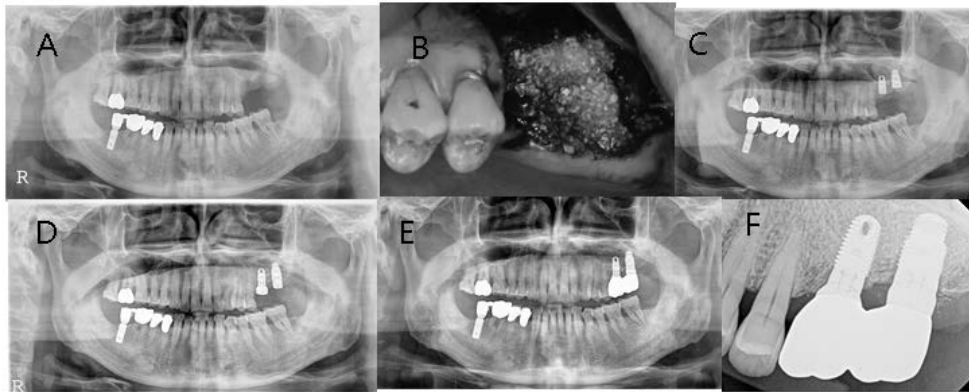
Sinus bone graft using AutoBT powder and PRF and simultaneous implant placement at #26~27 area. (A) Preoperative panoramic radiograph. (B) Sinus bone graft using AutoBT powder and PRF and simultaneous implant placement. (C) Postoperative panoramic radiograph. (D) Panoramic radiograph after 2nd surgery. (E) Panoramic radiograph 40 months after prosthetic loading. (F) Periapical radiograph 40 months after prosthetic loading.
